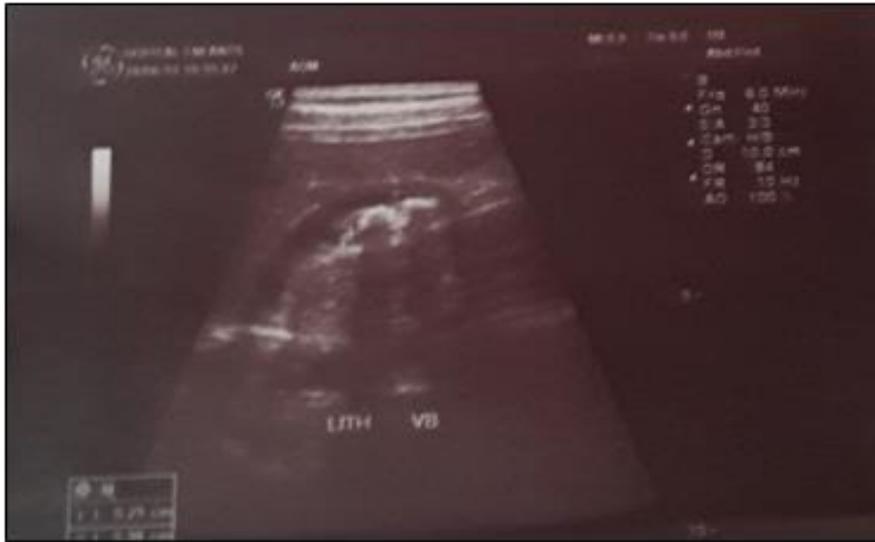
Résultats de l'échographie abdominale d'un enfant montrant de multiples macrolithiasis centimétriques vésiculaires.
